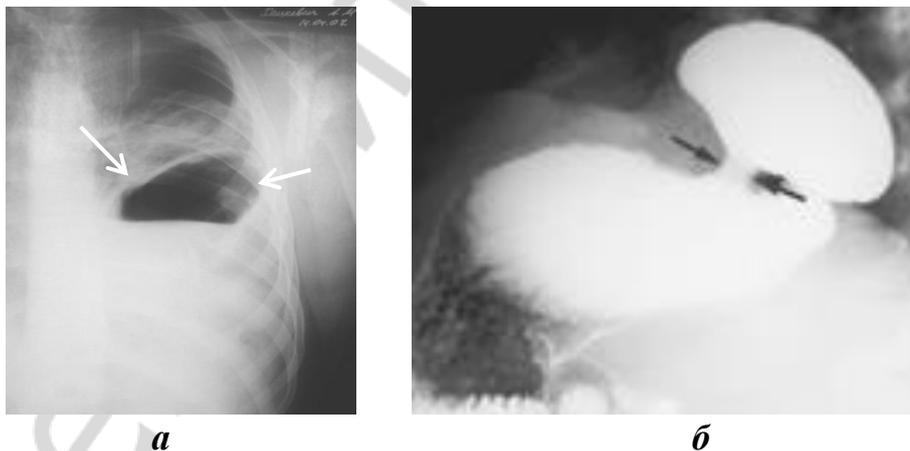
Лучевая диагностика левосторонних торакоабдоминальных ранений: а — рентгенография органов грудной клетки: ранение переднего ската купола диафрагмы с перемещением в полость плевры желудка, толстой кишки и сальника, средний гемоторакс (белые стрелки); б — рентгенография органов грудной клетки с контрастированием желудка: ранение диафрагмы с выходением в полость плевры дна желудка (черные стрелки)
